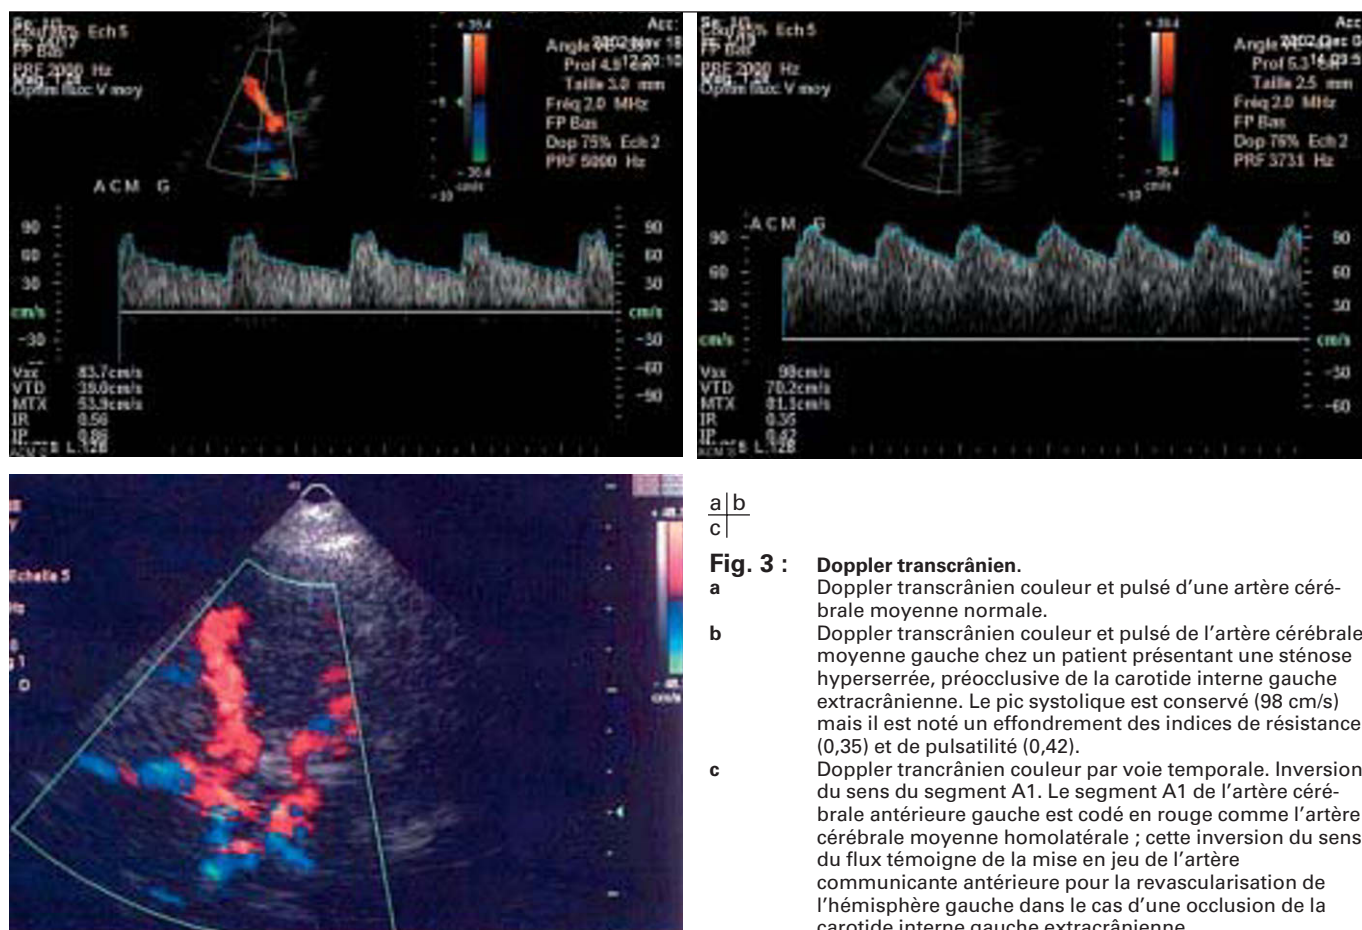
Transcranial Doppler.
